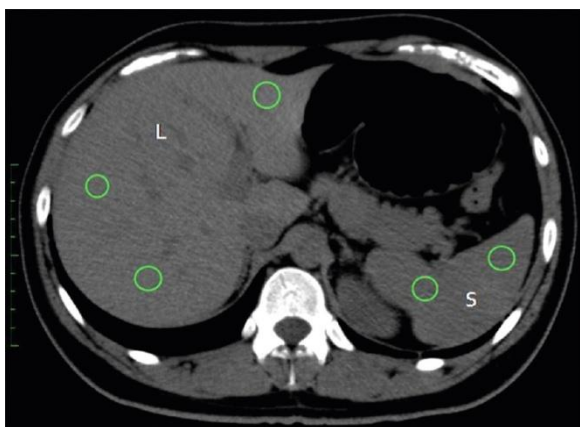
Размещение ROI при оценке стеатоза печени на аксиальных КТ-изображениях. Здоровая печень (L) имеет более высокую плотность, чем селезенка (S)
